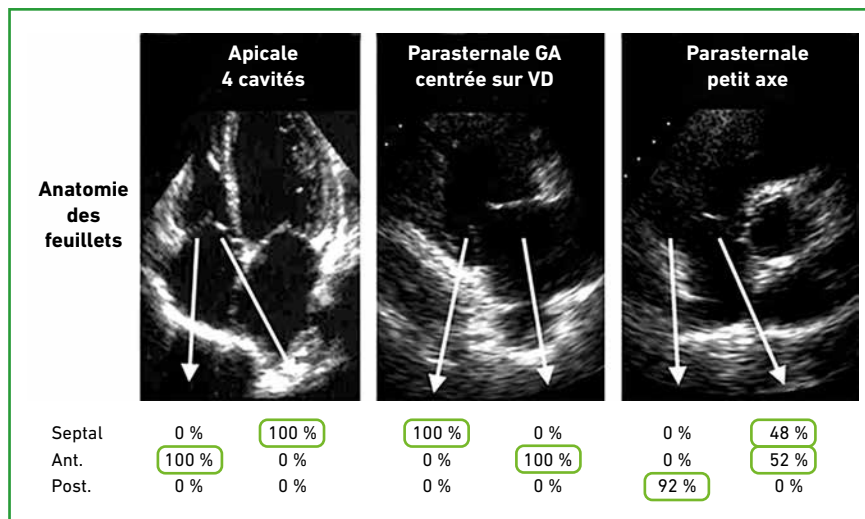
Feuillets tricuspides visualisés en fonction de l'incidence en échographie cardiaque.
